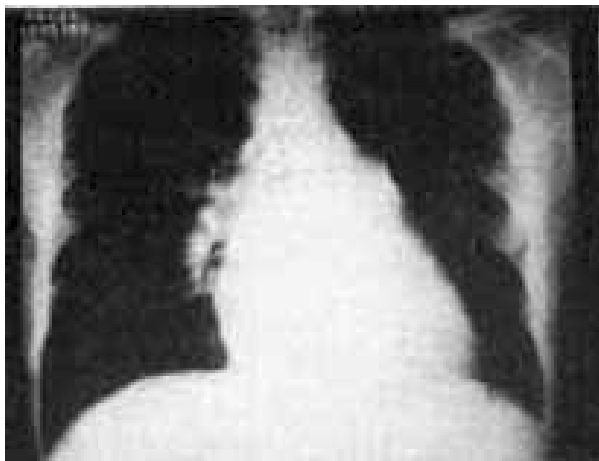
Radiografia do tórax em pótero-anterior mostrando diminuição da trama vascular à esquerda, VD aumentado e AP abaulada.
